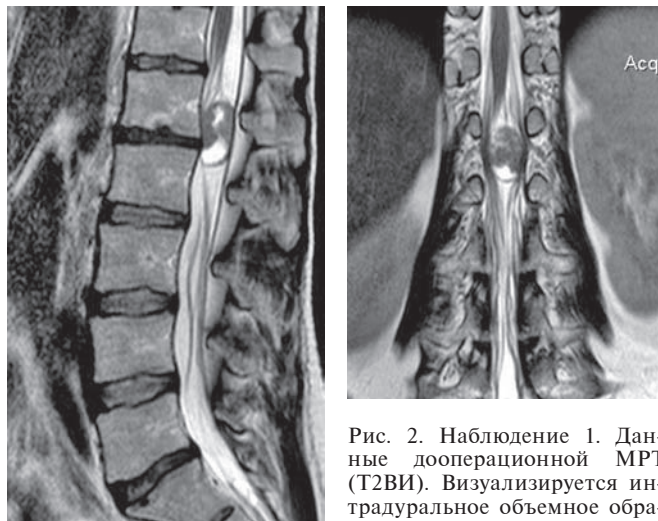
Наблюдение 1. Данные дооперационной МРТ (Т2ВИ). Визуализируется интрадуральное объемное образование на уровне позвонка L1, заполняющее весь диаметр позвоночного канала.
